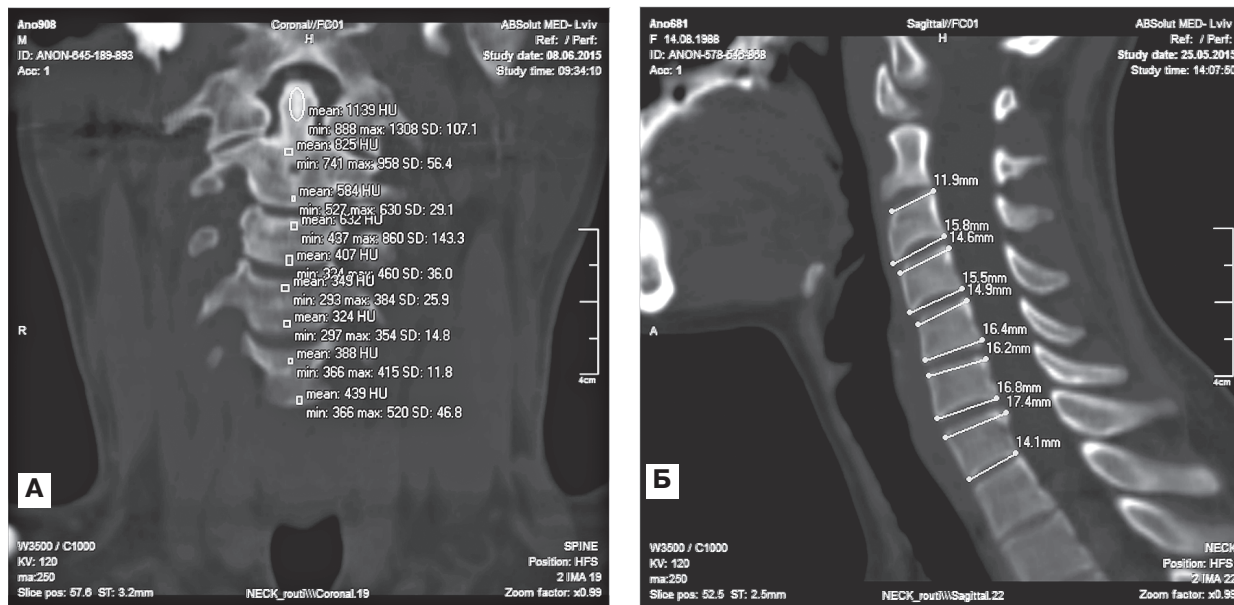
Визначення щільності кісткової тканини (А) та лінійних розмірів (Б) різних ділянок тіл шийних хребців на комп'ютерних томограмах.
